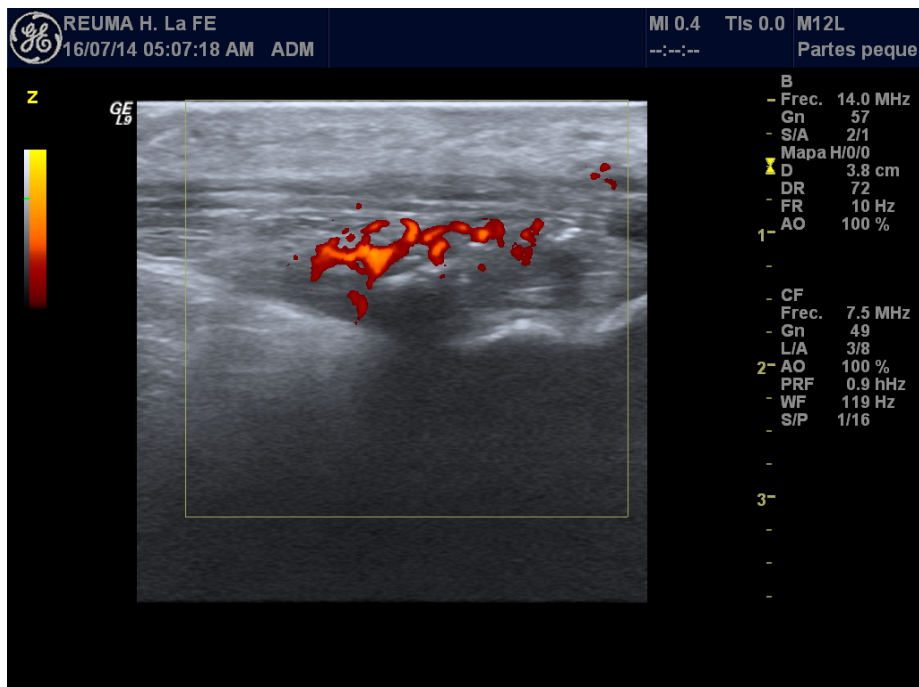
Ecografía de entesis de Aquiles donde se aprecia señal doppler positiva marcando actividad inflamatoria.
